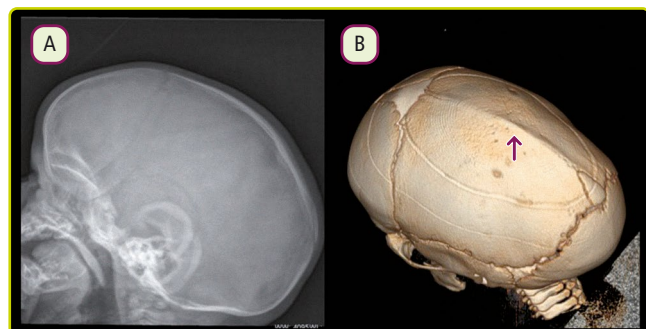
Escafocefalia. RX simple (A) y reconstrucción 3D de TC (B) que confirma el cierre de la sutura sagital en este paciente de 2 meses de vida.
